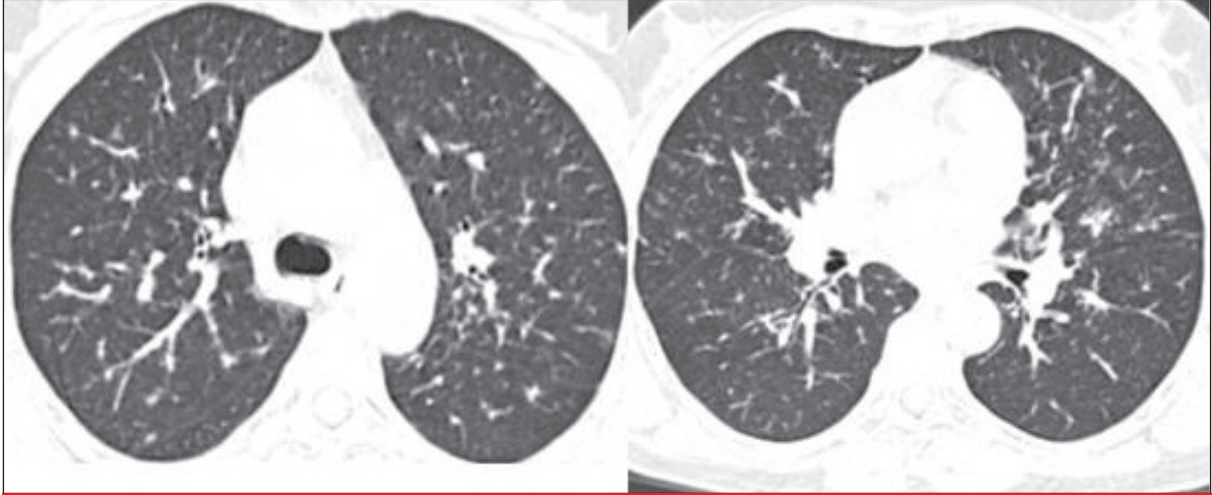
Tedavinin üçüncü ayındaki akciğer grafisi.
